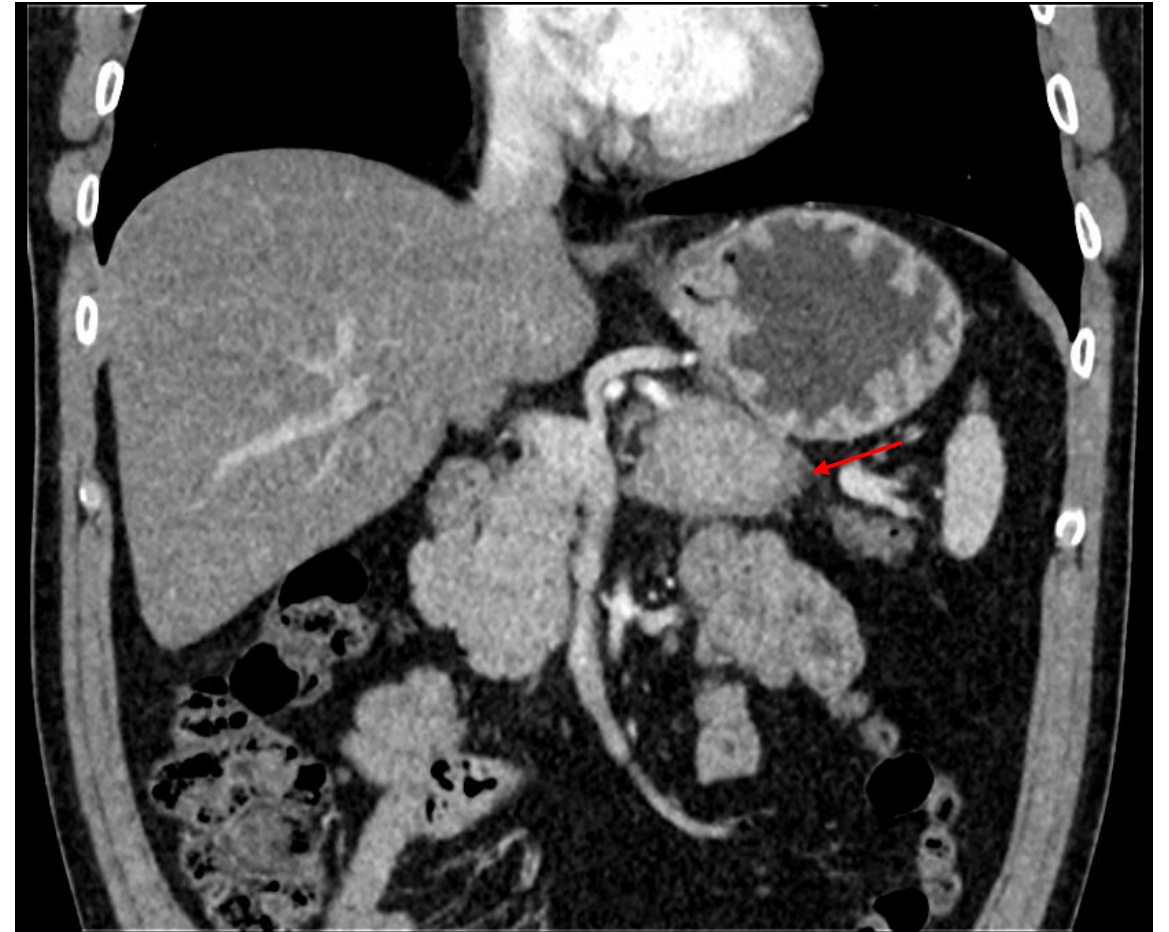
TC plano coronal con contraste en fase portal
